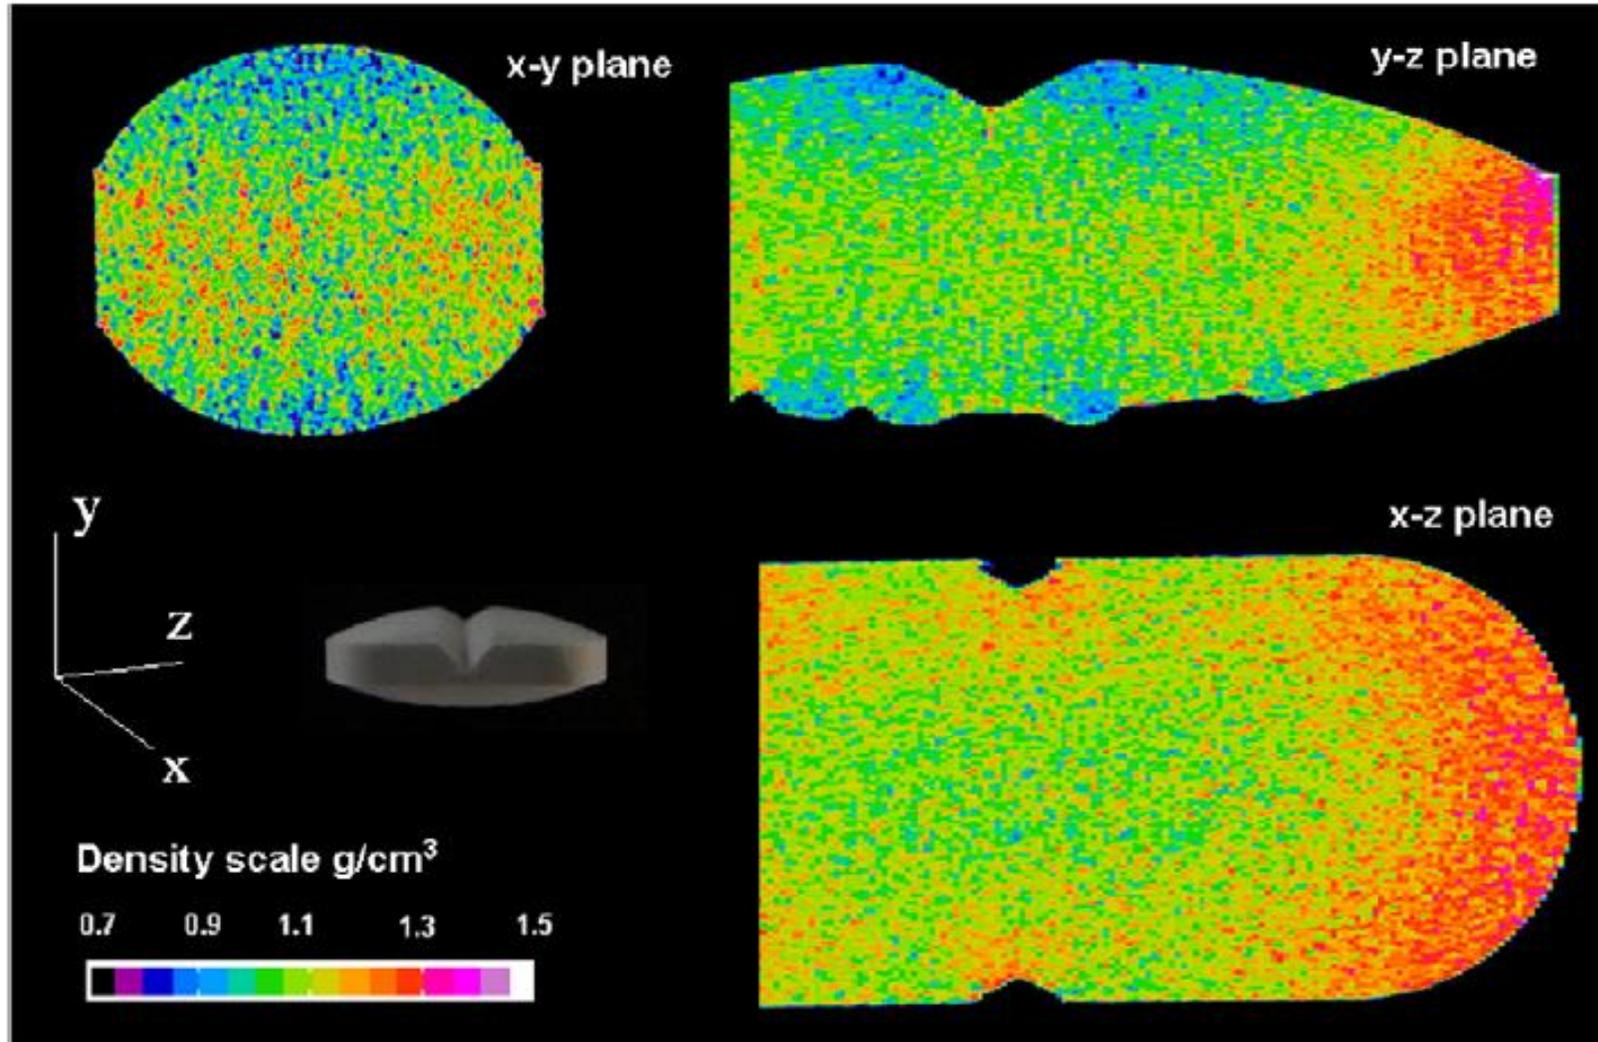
Density distribution in tablets using X-ray CT [19].
